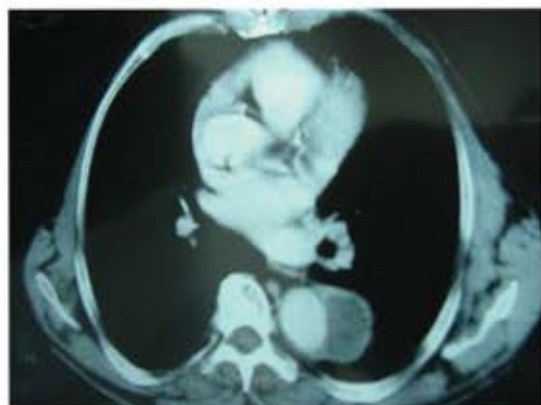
Tomografia multidetector de tórax com dissecação de aorta.
